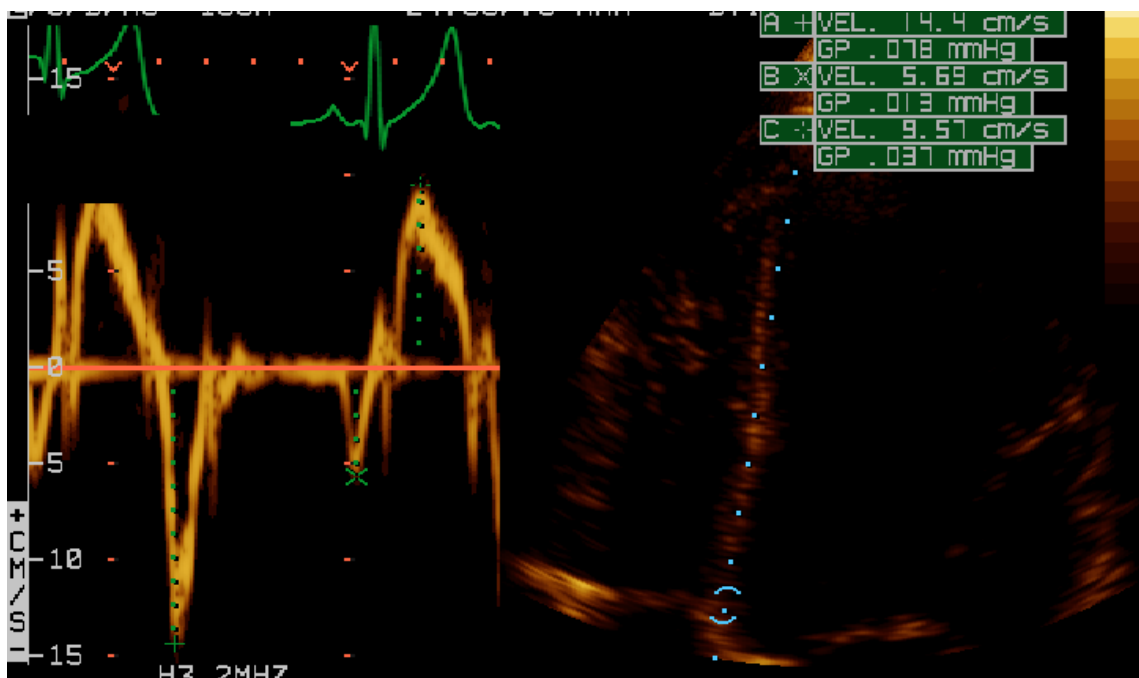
Doppler tisular pulsado del anillo mitral septal.
